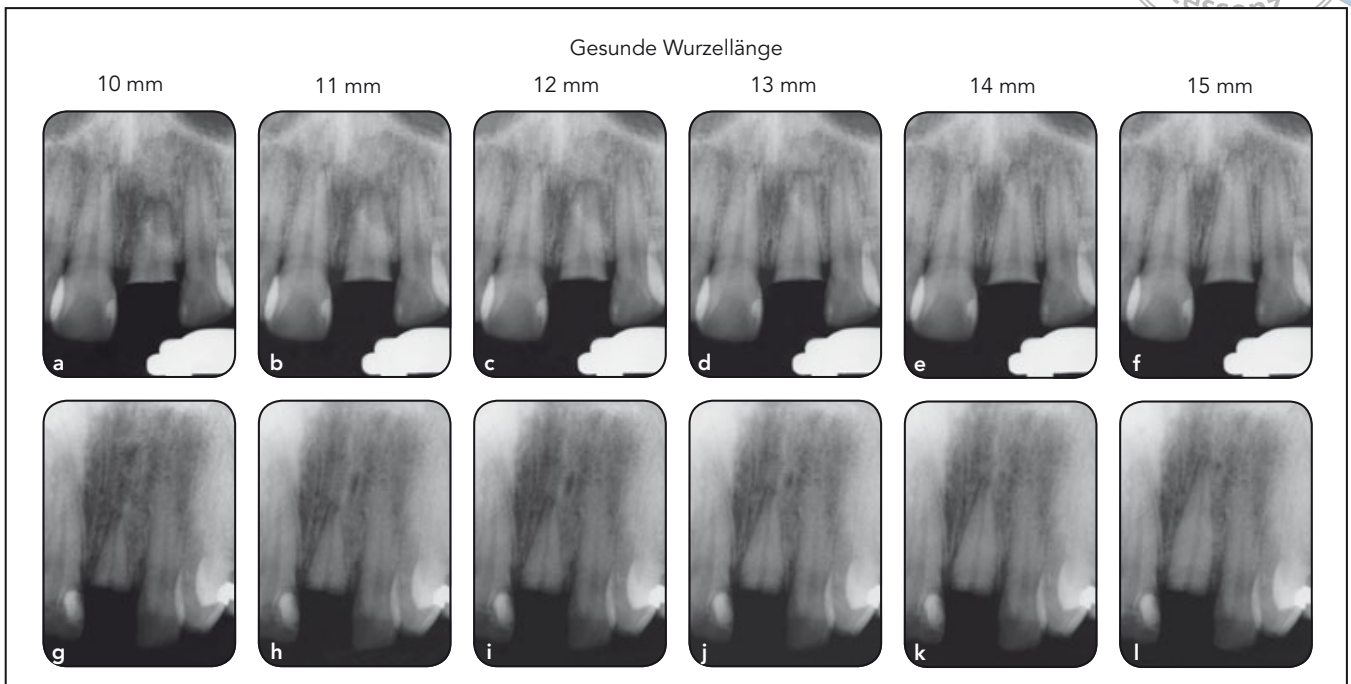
Röntgenaufnahmen von Situation 1 bis 6 (a bis f) und 7 (g bis l). Über jeder Spalte sind die verbliebenen gesunden Wurzellängen angegeben.
